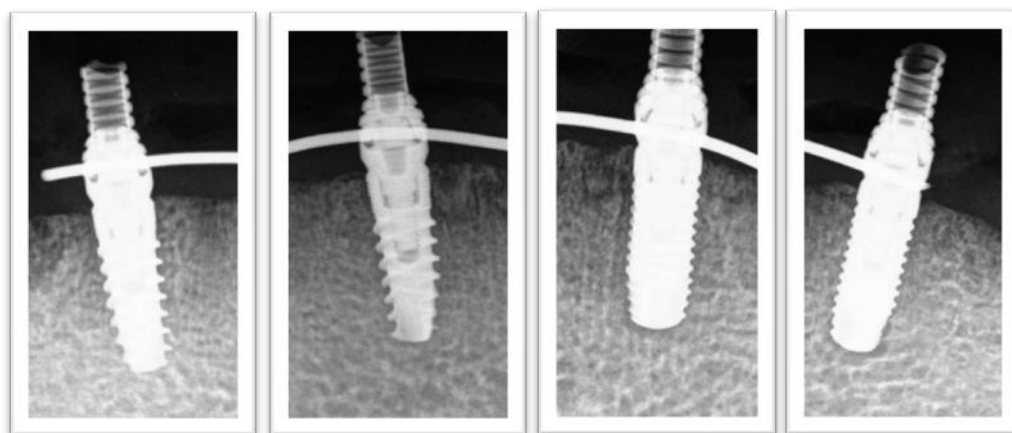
Radiografías periapicales con paralelizador (24 horas después de la cirugía).
